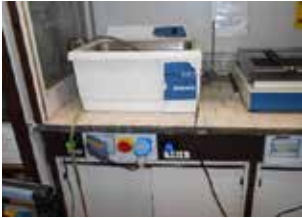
Vasca ultrasonica, vetro di protezione alzato
